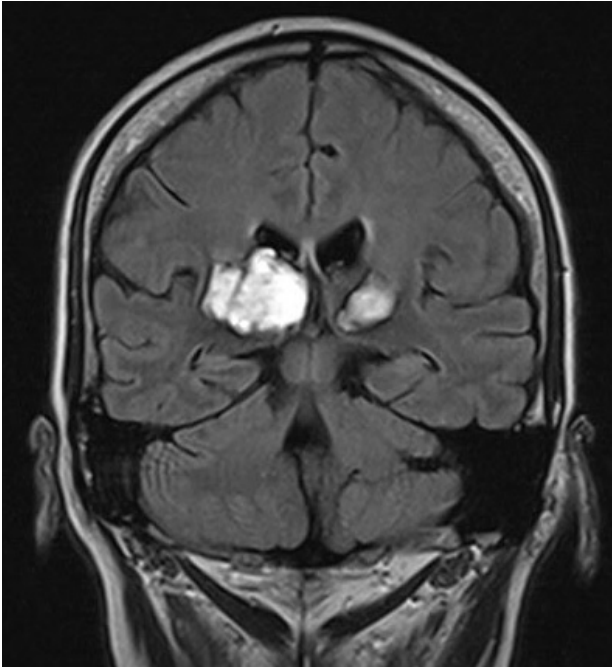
Corte coronal de resonancia magnética secuencia T2 FLAIR del 13 mayo de 2017, con desviación de la línea media, donde se observan lesiones hiperintensas en ambos tálamos a predominio del derecho, compatibles con evento cerebrovascular hemorrágico.
